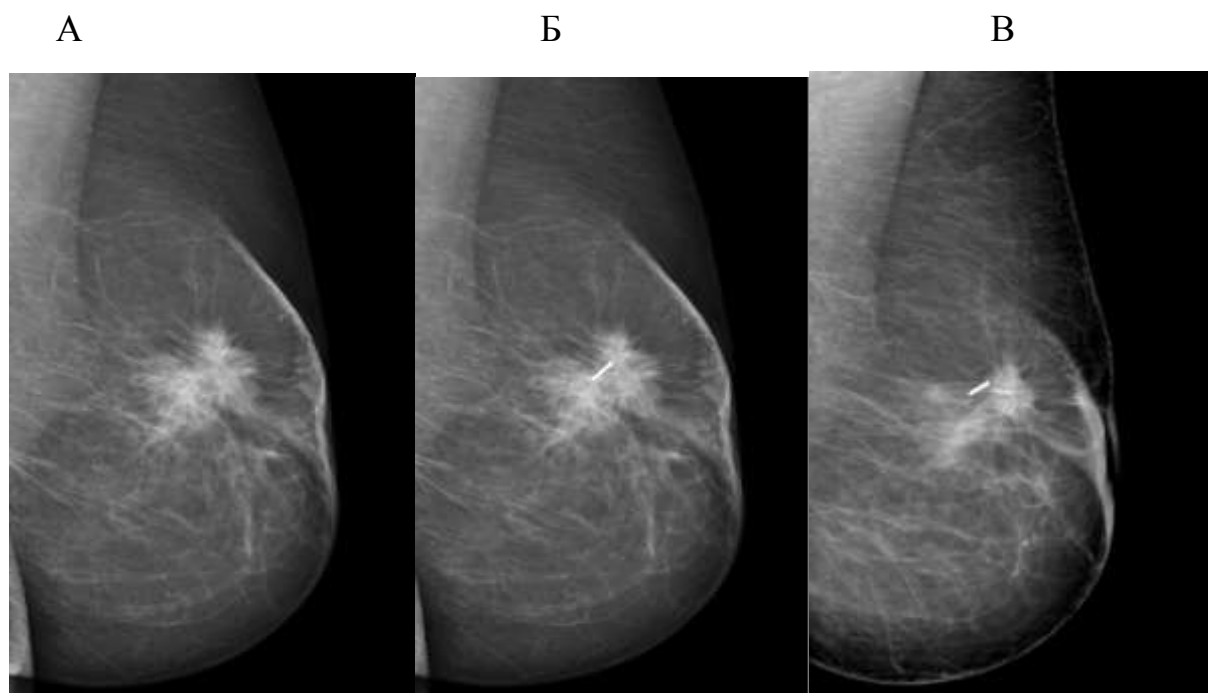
Маммограммы больной: А- до лечения, Б- маркировка опухоли, рентген-контроль установки метки, В- после НАХТ (частичный ответ)
